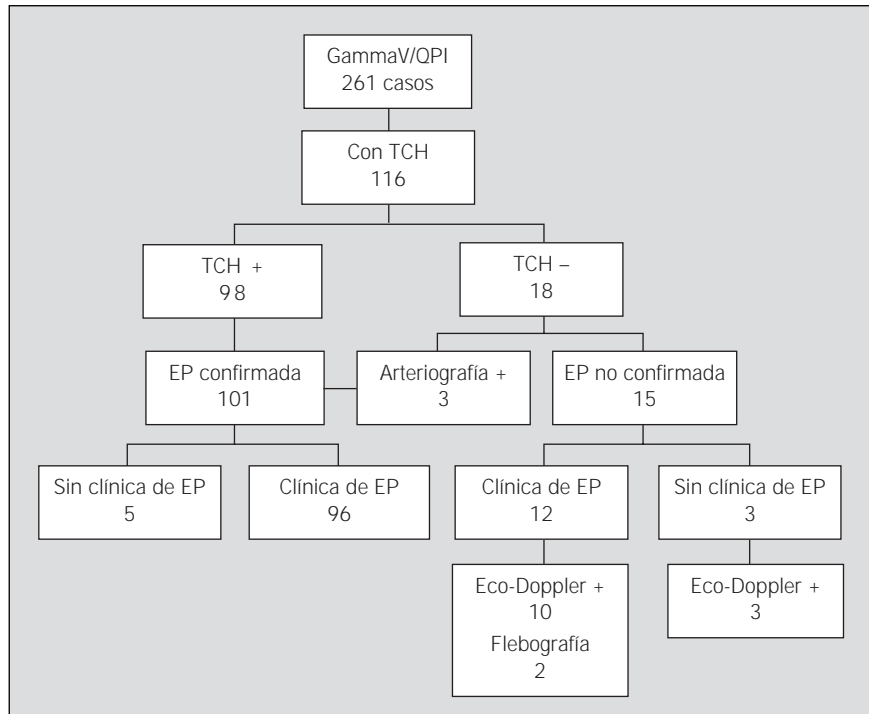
Significación de una gammagrafía de ventilación-perfusión de probabilidad intermedia o indeterminada (gammaV/QPI) en el RIETE. EP: embolia pulmonar; TCH: tomografía computarizada helicoidal.
